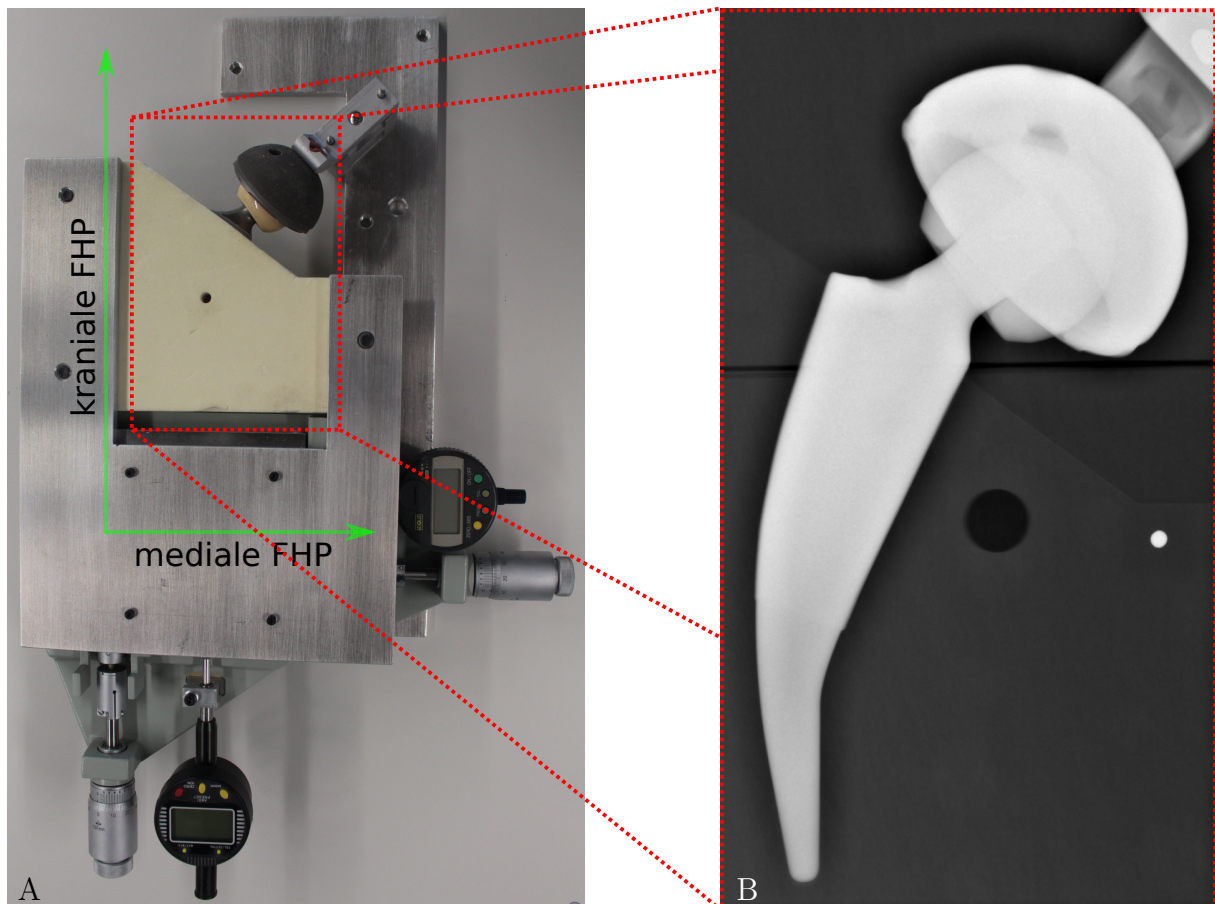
Experimenteller Aufbau zur FHP-Validierung – A) experimenteller Aufbau bestehend aus Mikroskopschlitten, Implantat und Messuhren, B) Ausschnitt des resultierenden Röntgenbilds
